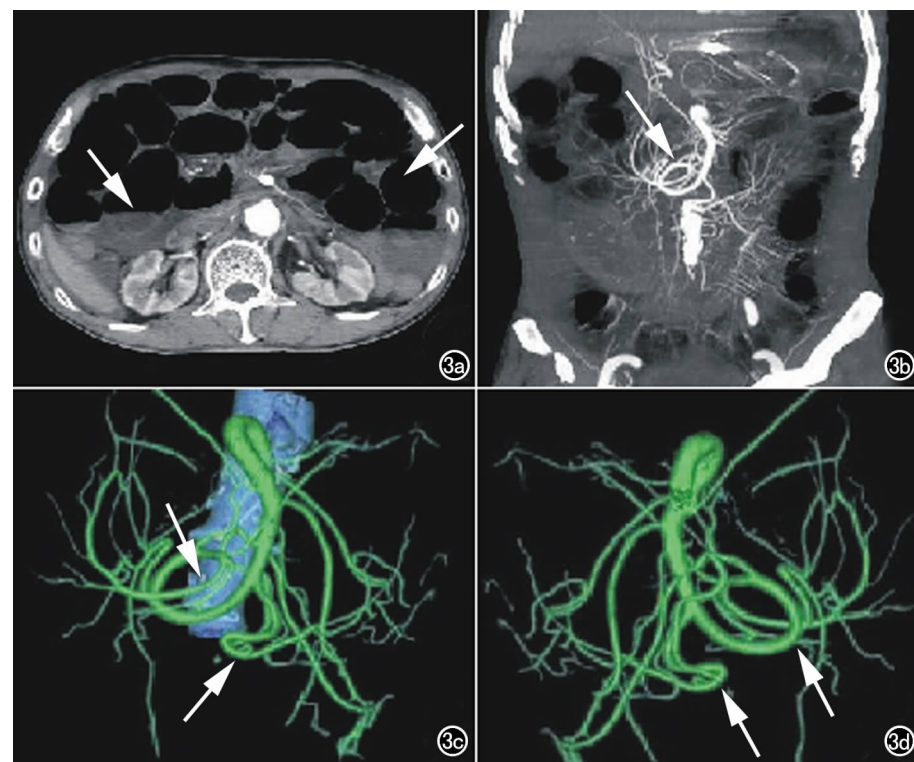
空回肠扭转。a) 轴面 CT 示小肠广泛肠管扩张, 积气、积液, 无典型肠扭转征象, 仅能诊断为肠梗阻(箭); b) MIP 图示肠系膜上动脉远端分支扭曲扭转(箭); c) MSC-TA 血管重建示肠系膜上动脉远端分支顺时针扭转(箭); d) MSCTA 单独重建肠系膜上动脉可更加形象直观血管扭转情况(箭)。
